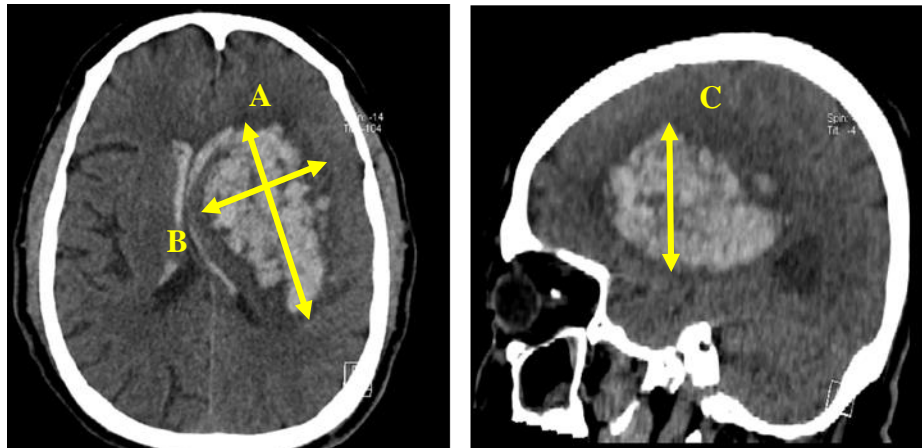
Tomografía computada de cráneo en fase simple, plano axial (1), y sagital (2), representando las dimensiones A + B + B, para calcular el volumen del hematoma.
